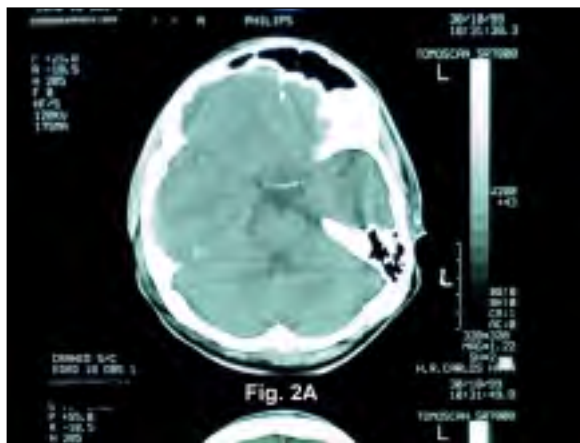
Imágenes de TC realizadas al mismo paciente, 10 horas después del ingreso. Se observa la resolución espontánea del hematoma epidural parietal derecho y el aumento significativo del hematoma subgaleal.
